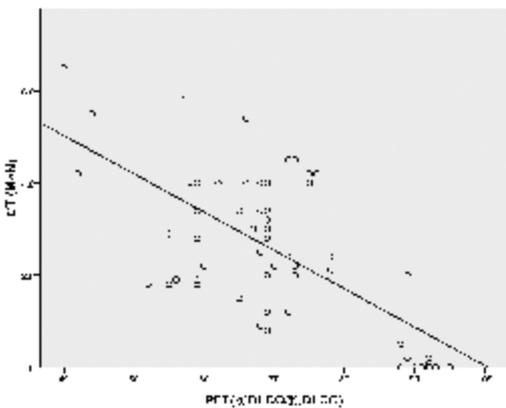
CT 肺功能成像与 PFT 数据的相关性
